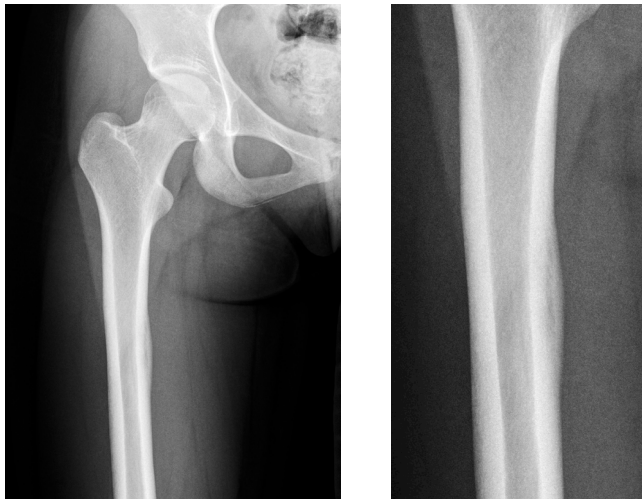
Radiografía frontal de fémur derecho proximal que muestra una zona de engrosamiento cortical medial en la diáfisis proximal del fémur, destacando una imagen radio lúcida alargada en sentido longitudinal en el espesor de la cortical.
